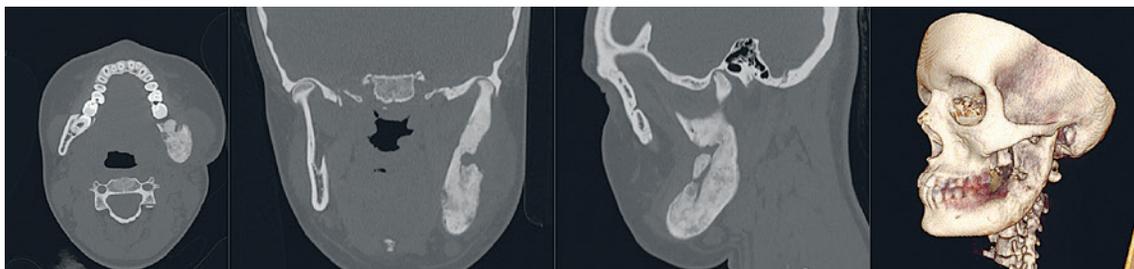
МСКТ с наличием секвестра и после удаления секвестра
